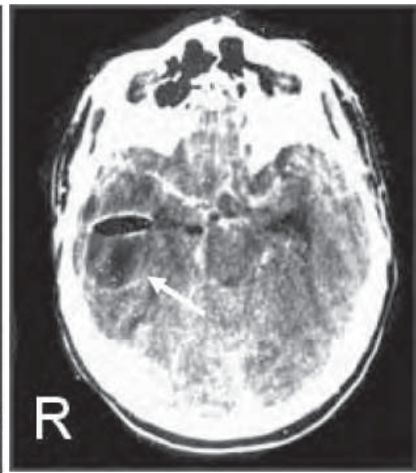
/3.- TAC de cráneo. Absceso cerebral con nivel aire-líquido. Germen causal: Bacteroides spp.
